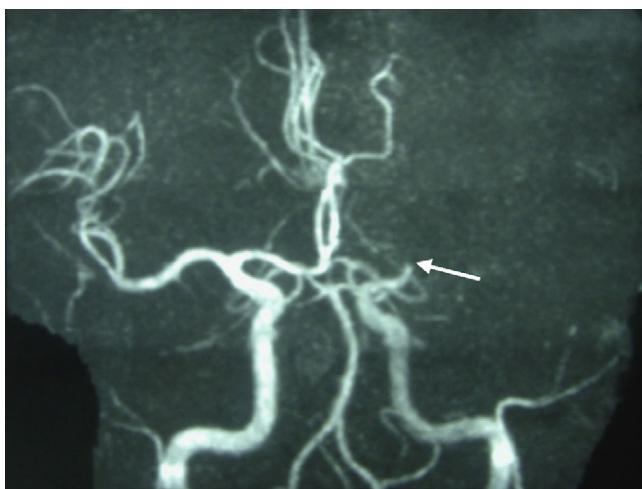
Angiorresonancia que muestra oclusión completa de la arteria cerebral media izquierda.
